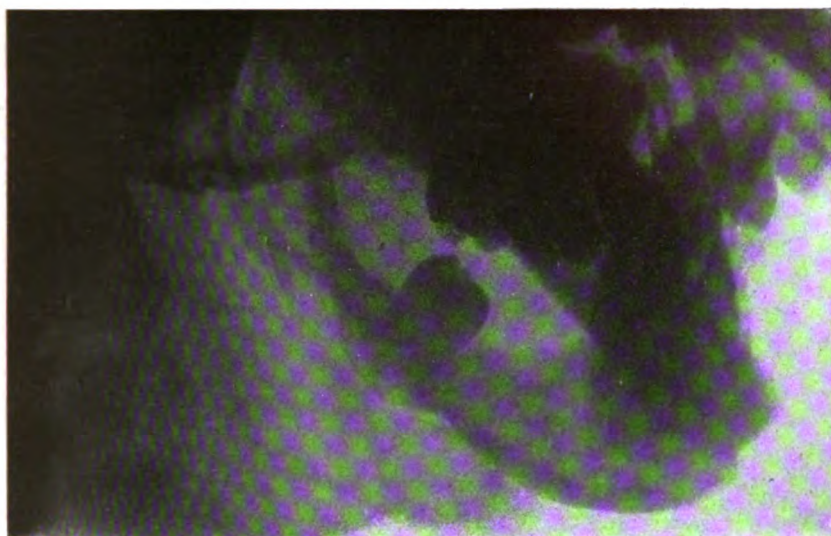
Fall 1. Röntgenbild des Anfangszustandes.
